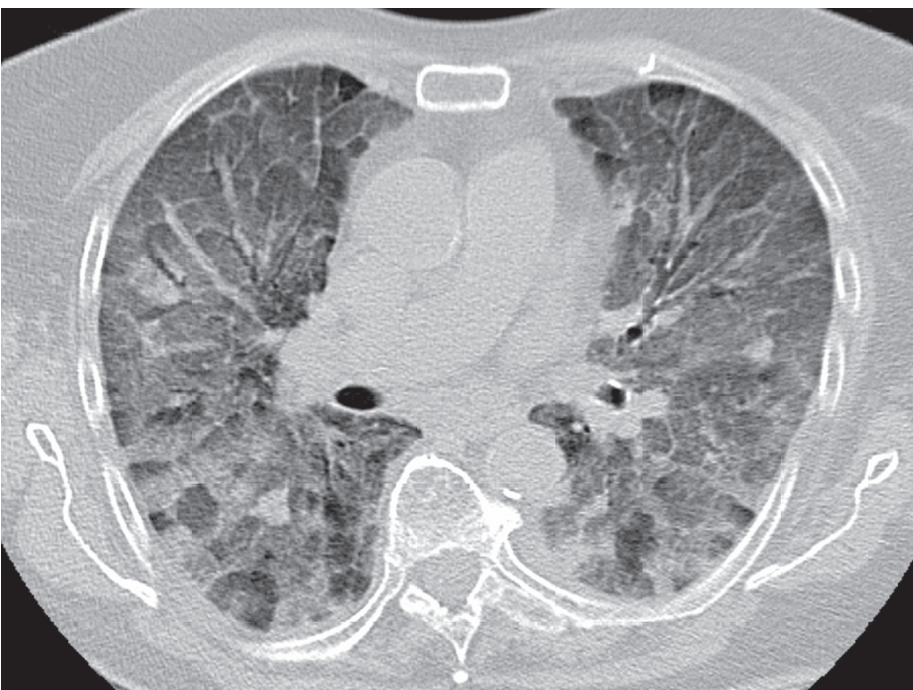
CT des Thorax (axiale Schnittführung) mit dem Vollbild eines ARDS.
